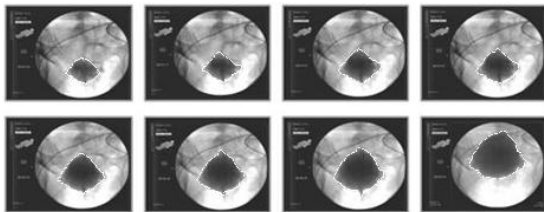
Variation of bladder shape during filling by radiographic visualization
